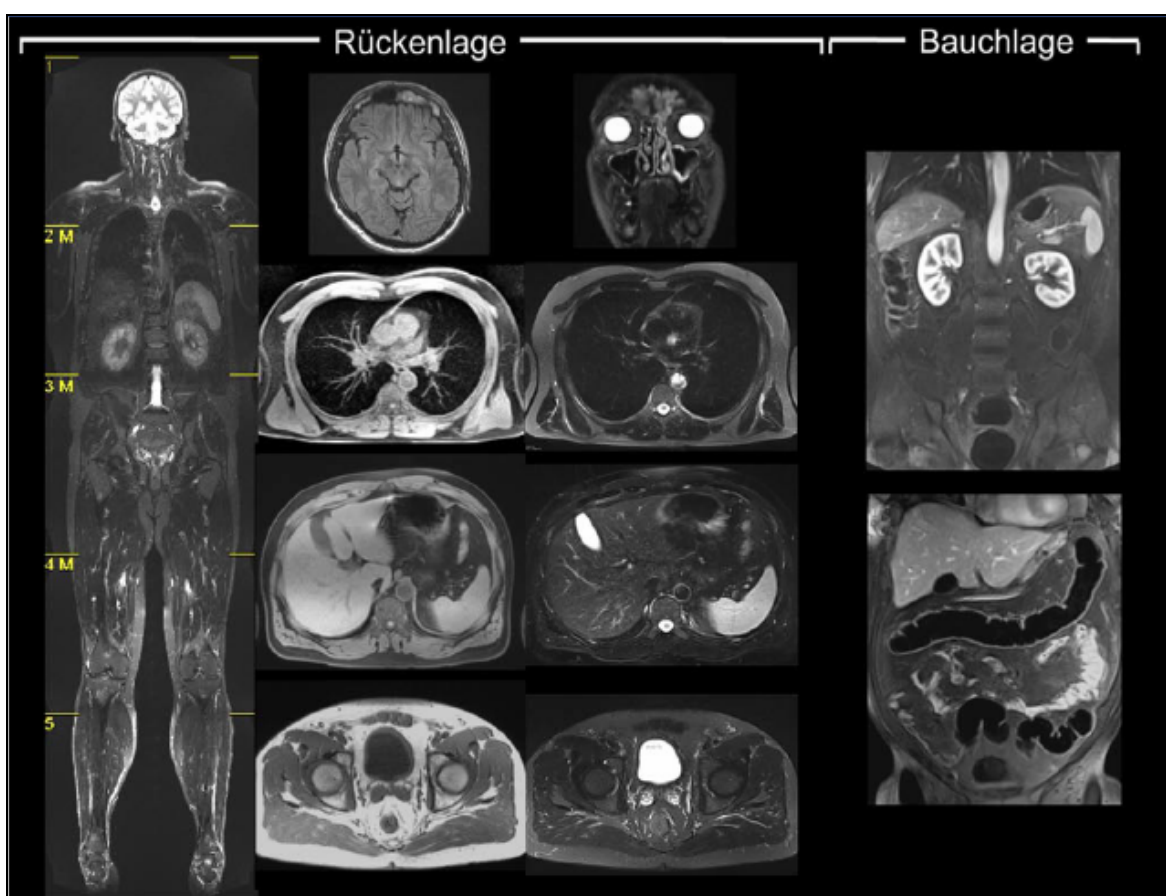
Ganzkörper-Kernspintogramm (MRT) des menschlichen Körpers.
